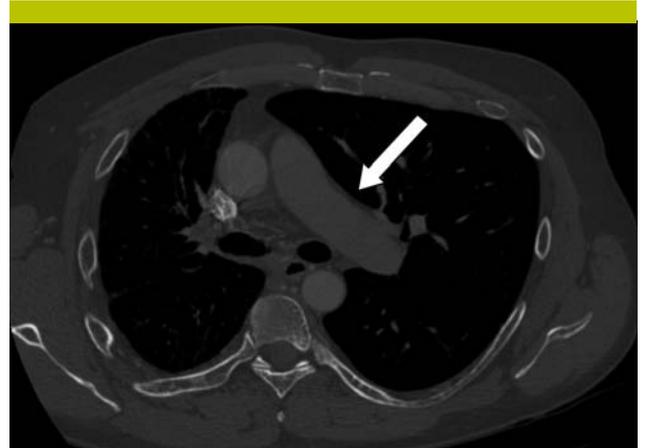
Le CT thoracique confirme l'absence d'artère pulmonaire droite avec une artère pulmonaire gauche agrandie (voir flèche) et un parenchyme pulmonaire droit hypoplasé
